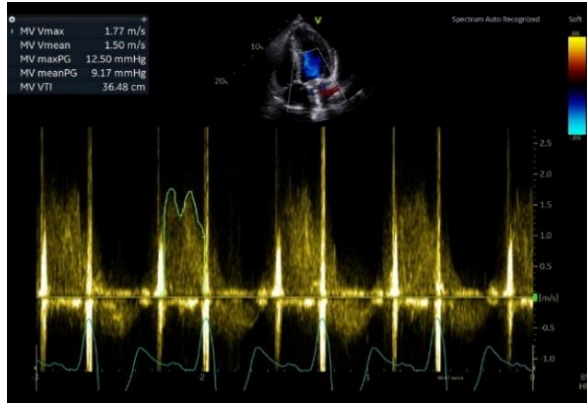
Doppler contínuo no fluxo transprotésico mitral na janela apical 4 câmaras.
